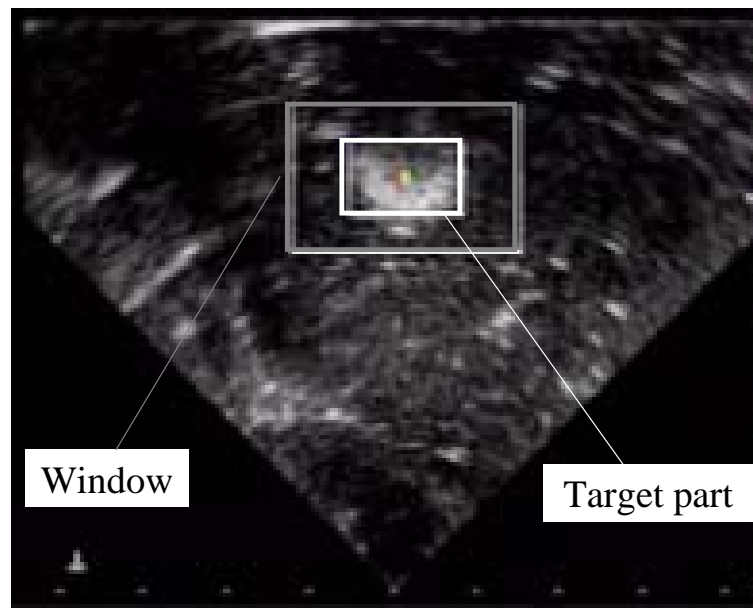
Ultrasound image of evaluation experiment
